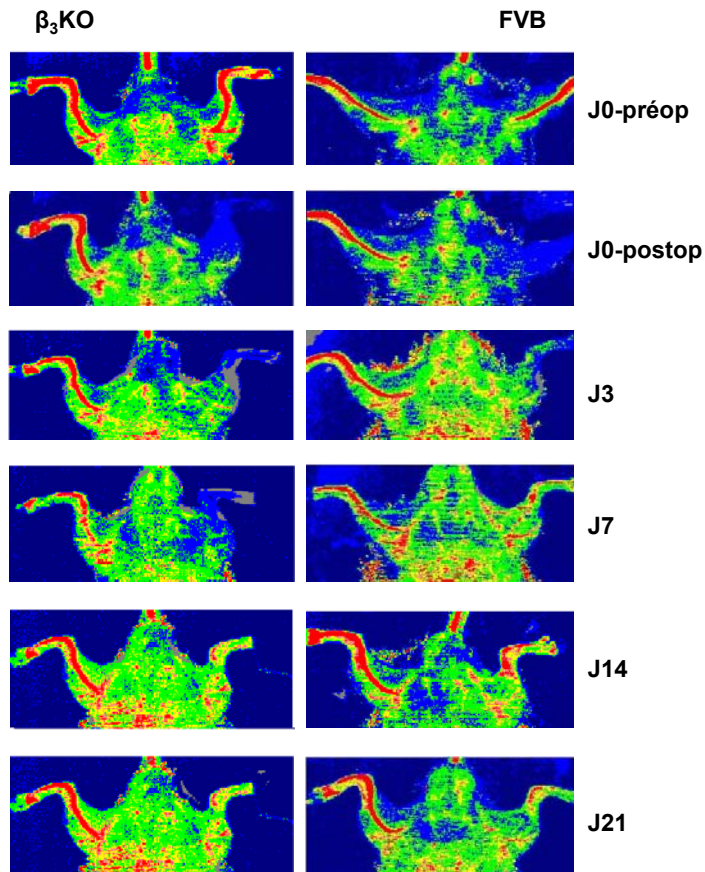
Evaluation du flux sanguin cutané par mesure de vélocimétrie laser doppler en préopératoire (J0-préop), postopératoire (J0-postop) et aux 3^{ème} (J3), 7^{ème} (J7), 14^{ème} (J14) et 21^{ème} (J21) jours postopératoires, après ligature-résection de l'artère fémorale droite chez les souris β_3 KO et FVB. Dans une échelle de couleur allant du bleu (absence de flux sanguin) au rouge (flux sanguin maximal), la perfusion cutanée au niveau des 2 membres postérieurs des animaux est représentée. Un retard de récupération chez les animaux β_3 -KO est observé, avec une différence dans les flux sanguins aux 7^{ème} et 14^{ème} jours.
